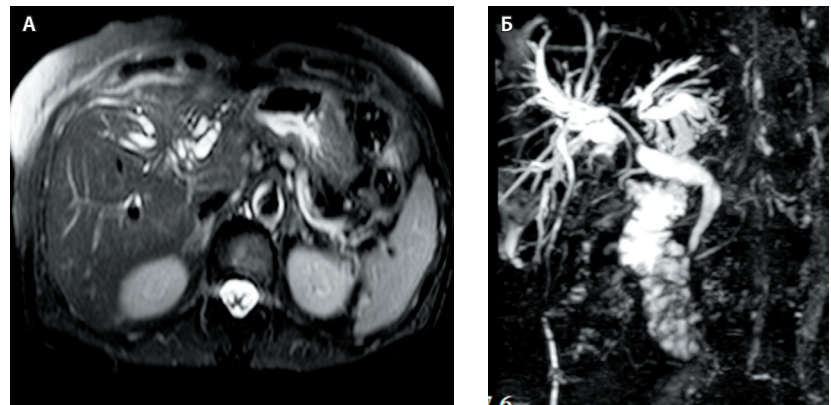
Через 4 года после оперативного лечения пациентки 4 при магнитно-резонансной томографии видны расширенные секторальные протоки с блоком на уровне ворот печени, левая доля печени уменьшена в размерах (А), при магнитно-резонансной холангиографии – наружно-внутренний дренаж расположен в правом заднем секторальном протоке (Б)
